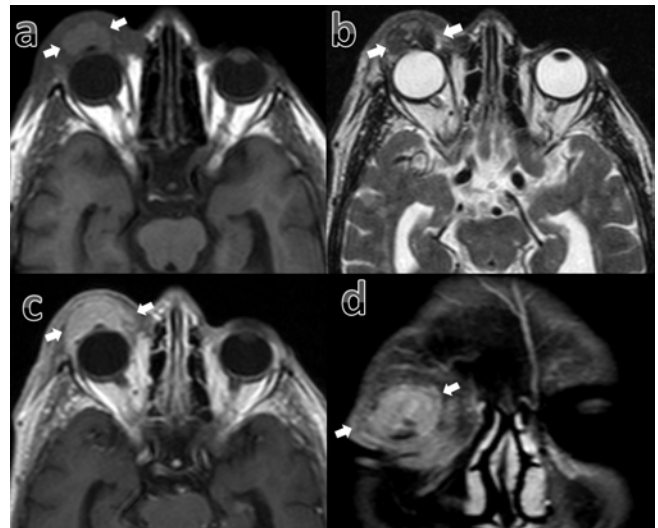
MR images of the the upper eyelid lesion. The tumor [white arrows] is high-intermediate signal intensity on axial T1 weighted image [a, before contrast media administration] and heterogeneous hypo-hyperintense on axial T2 weighted image [b]. There is infiltration and prominent soft tissue haziness around the mass. After contrast media administration the tumor shows prominent and diffusely enhancement [white arrows] on axial [c] and coronal [d] T1 weighted images.
